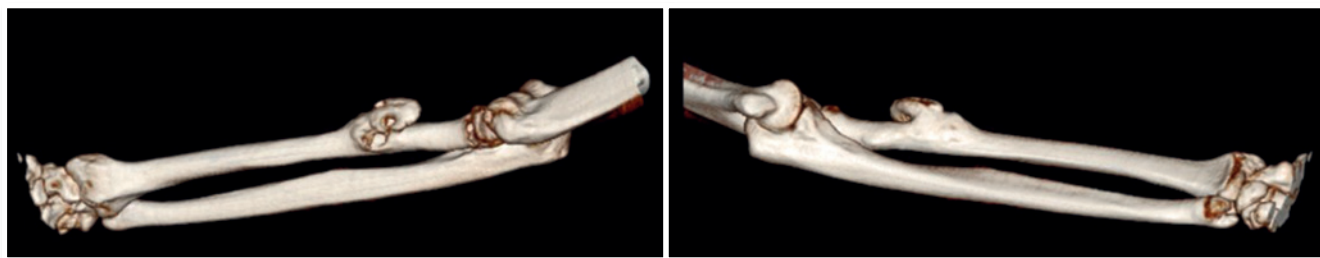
Reconstrução 3D tomografia computadorizada antebraço esquerdo demonstrando a alteração óssea justacortical
